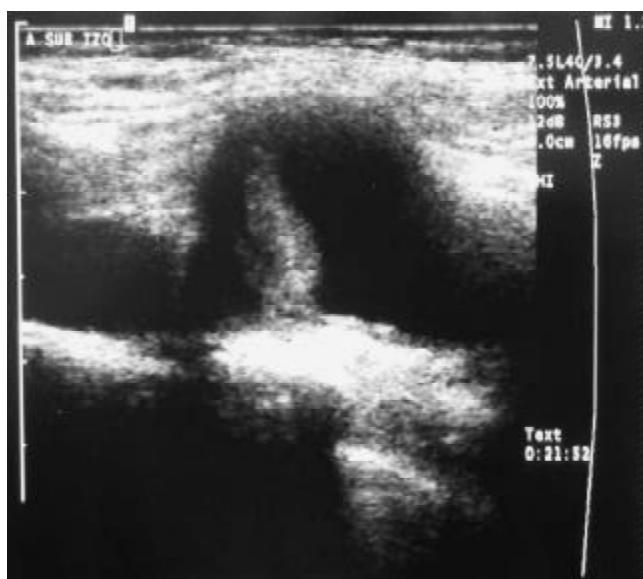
Doppler duplex mostrando el aneurisma.
